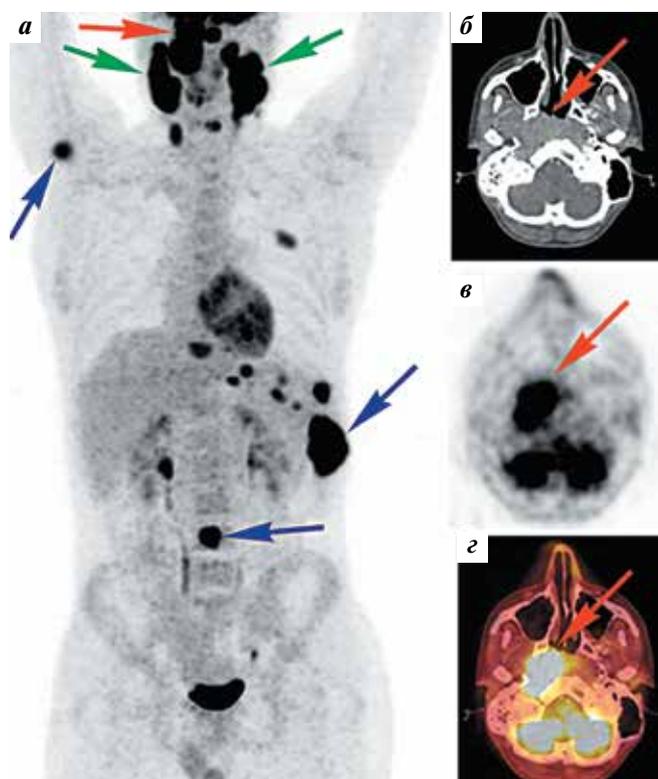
Пациент Ч. Результаты обследования до лечения: а – позитронная эмиссионная томография (ПЭТ), проекция максимальной интенсивности (maximum intensity projection), фронтальная плоскость. Очаги патологического накопления ^{18}F -фтордезоксиглюкозы в ретрофарингеальных, шейных лимфатических узлах (зеленые стрелки), в плевре слева, в костях и паракостальных тканях (синие стрелки); б–г – аксиальные срезы опухоли в носоглотке (красные стрелки); б – компьютерная томография с внутривенным контрастированием; в – ПЭТ; г – ПЭТ, совмещенная с компьютерной томографией
